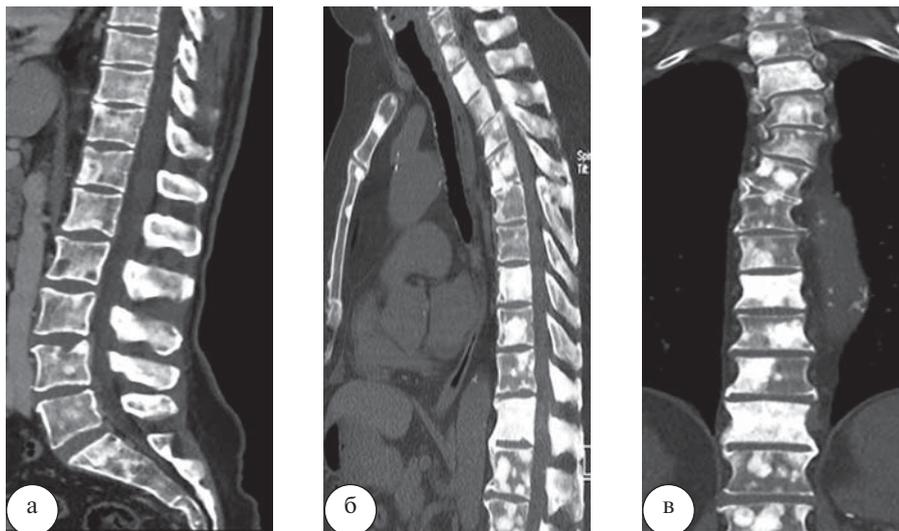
Пациент Т., 67 лет. При КТ отмечаются множественные очаги уплотнения костной структуры в телах всех позвонков, остистых отростках, грудины и рёбрах. В анамнезе — брахитерапия по поводу рака предстательной железы, таким образом, данная картина соответствует остеобластическому метастатическому поражению скелета
